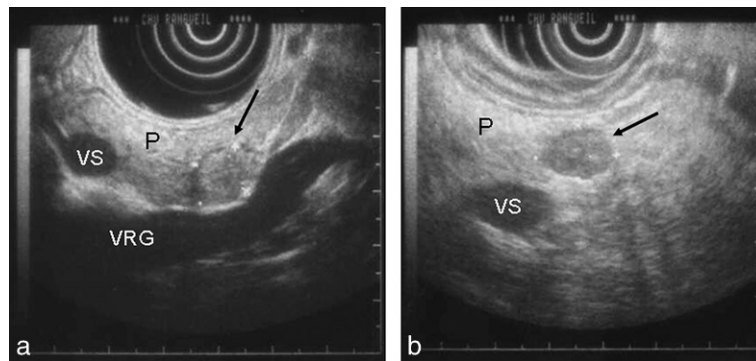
Diagnostic topographique d'insulinome : échographie endoscopique pancréatique.
